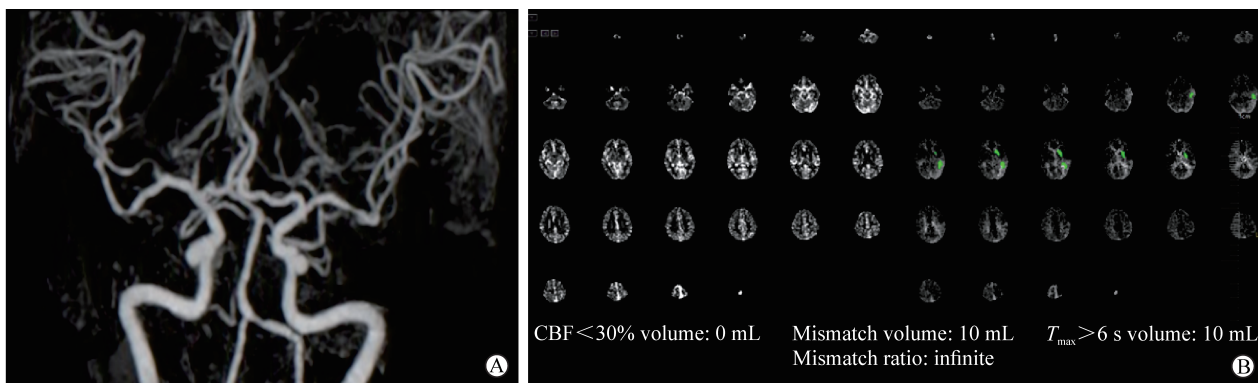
大动脉粥样硬化 AIS 患者的 CTA 及 CTP 图像
